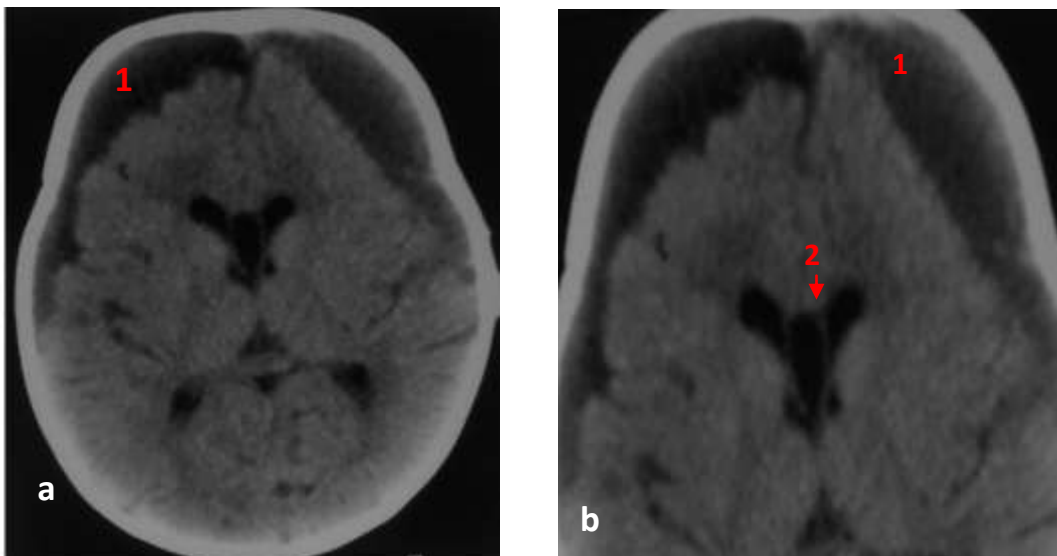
Hygrome sous dural bifrontal à la TDM
